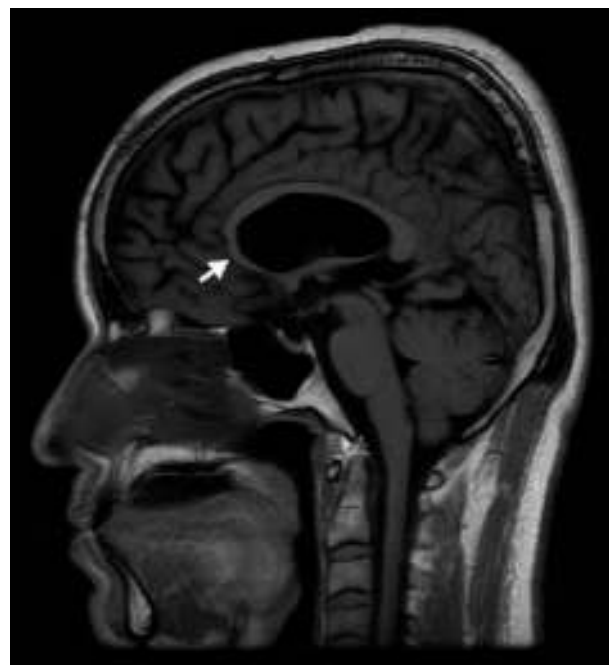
RM potenciada en T1 (plano sagital). Adelgazamiento del cuerpo caloso, más marcada a nivel de su porción anterior (flecha).
